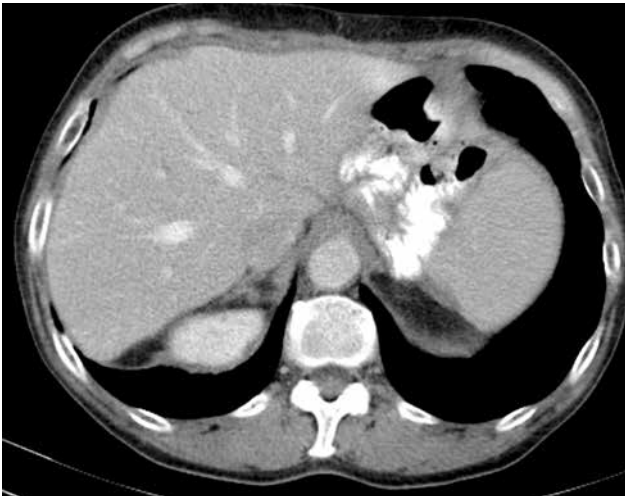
Компьютерная томография через год после операции: без признаков прогрессирования
